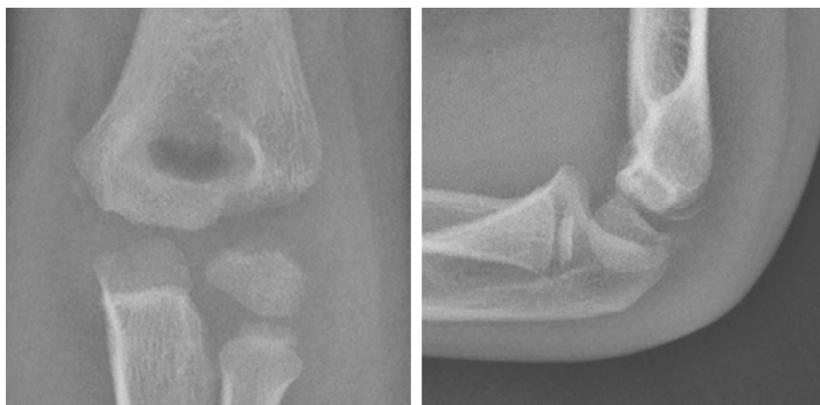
整復後左肘関節単純X線正面像（左）と側面像（右）。
